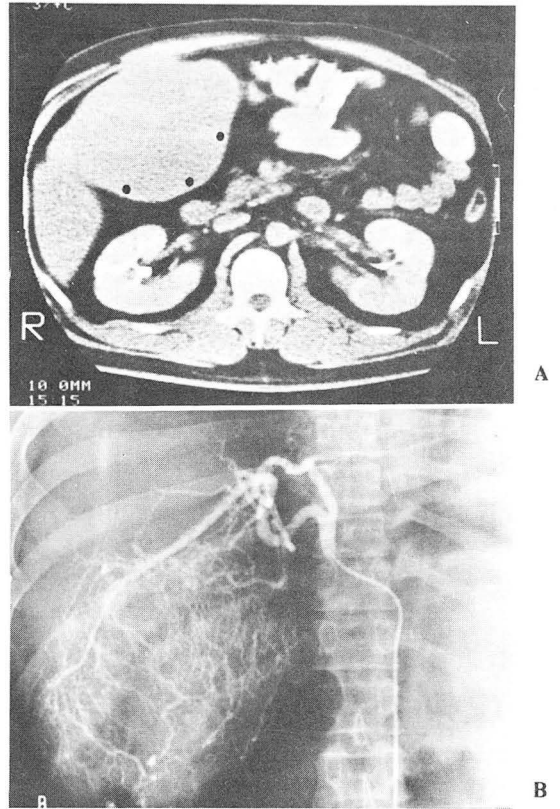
A. Post-contrast CT: Isodensity mass with bulging contour, right lobe of liver (dotted area).
